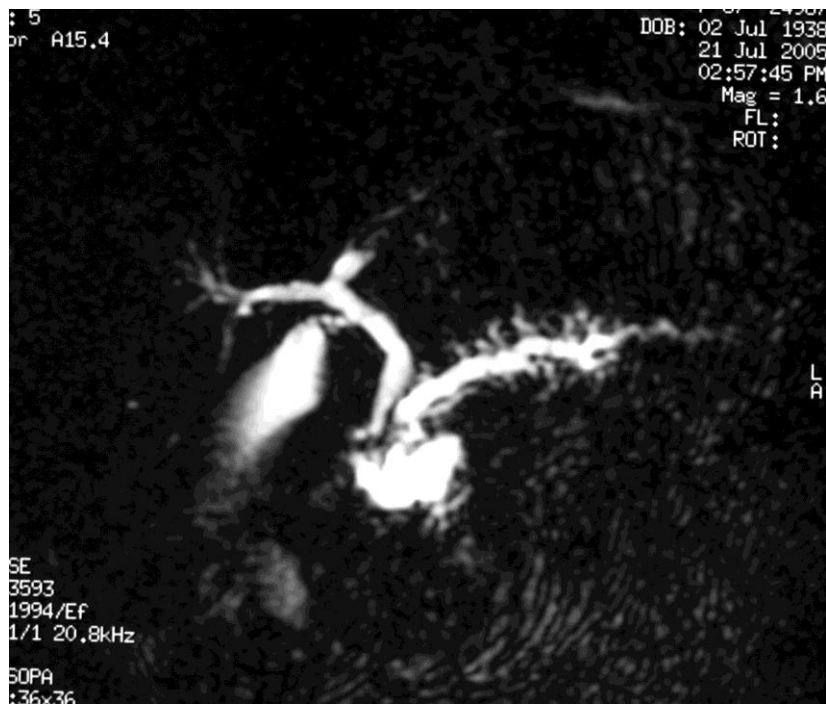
CW-RM in paziente affetto da IPMN tipo I. L'esame istologico definitivo dopo DCP secondo Traverso-Longmire rivelerà trattarsi di lesione borderline.
